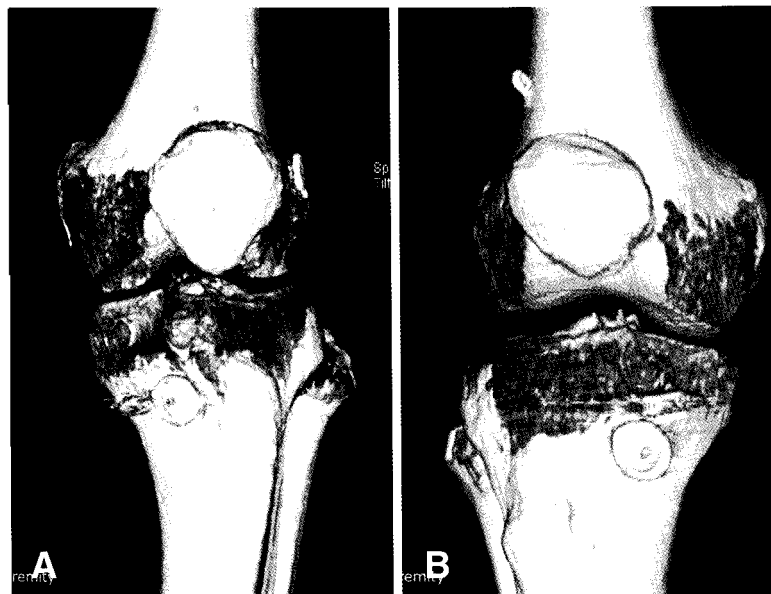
(A) To evaluation of femoral fixation of Endobutton postoperative CT scan was done. In CT scan, Endobutton<sup>®</sup> was fixed at femur correctly. (B) In postoperative CT scan, Endobutton<sup>®</sup> was placed incorrectly at femur due to incarceration of muscles between Endobutton<sup>®</sup> and femoral cortex.
